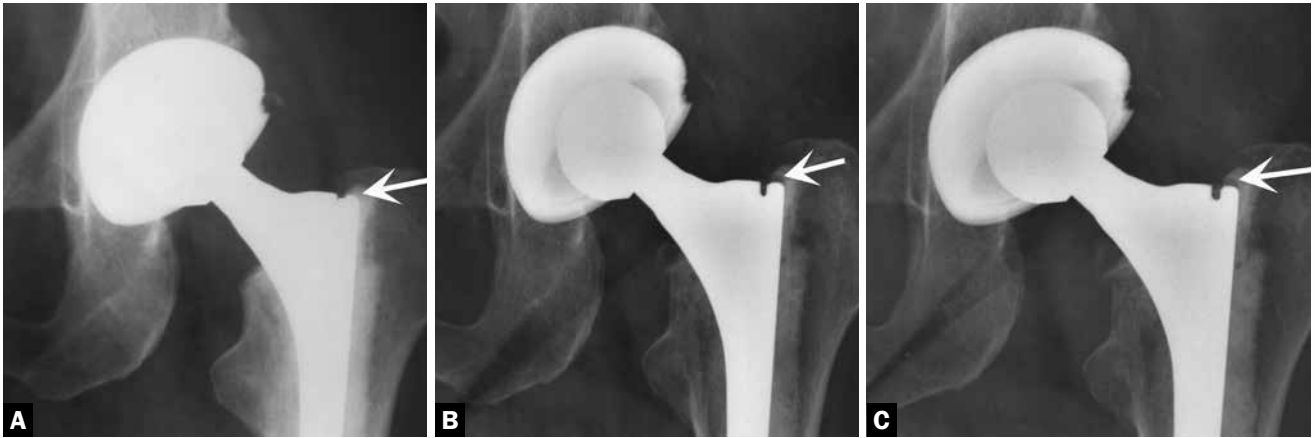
Detalhe de radiografia de artroplastia total híbrida do quadril com um mês (A), com um ano (B) e com cinco anos (C) de pós-operatório; acompanhe a acomodação (*subsidence*) da haste, evidenciada pelo aparecimento de área radioluzente com cerca de 1-2mm entre o cimento e a porção lateral proximal do componente femoral (setas) ao longo do primeiro ano da cirurgia e que não mostrou progressão adicional nos anos seguintes.
